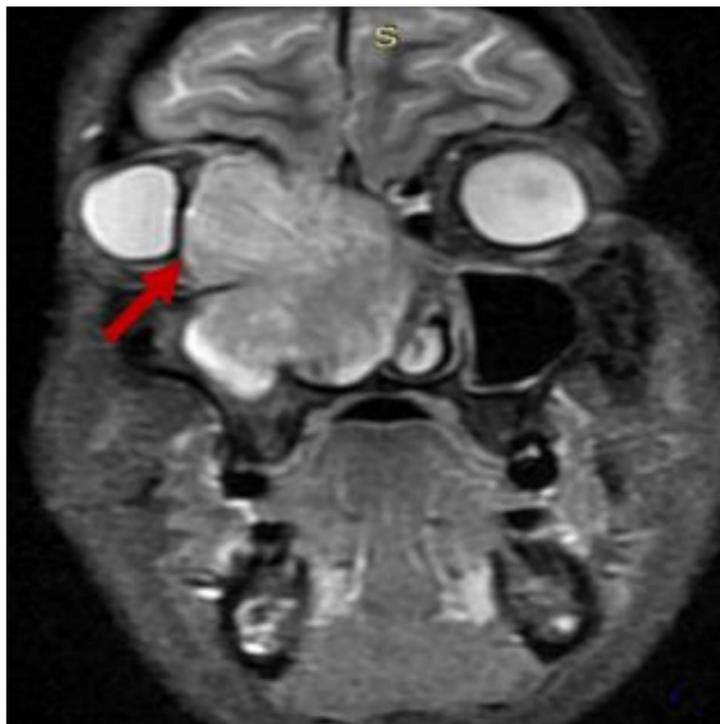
RM coronal STIR. Invasión de la grasa periorbitaria. Leiomiosarcoma
